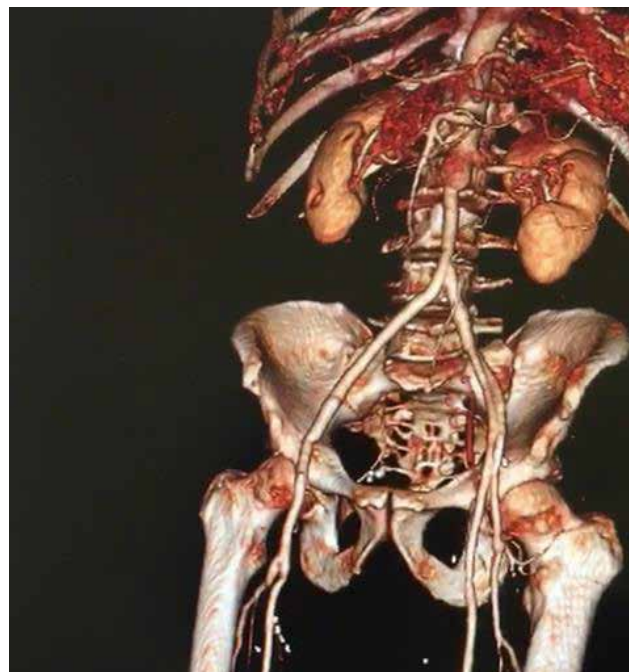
Послеоперационная МСКТ-ангиография: хорошая проходимость аутовенозного бифуркационного протеза
